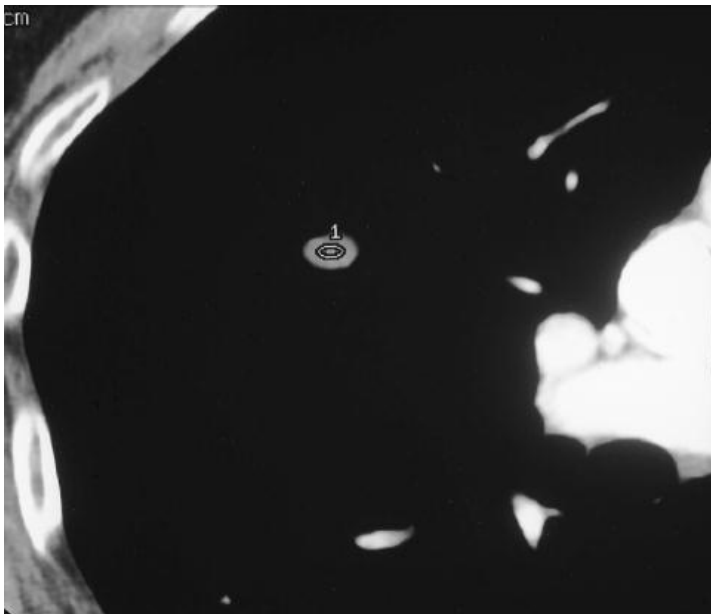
TC Dinamica; TC con contraste y 3 mm de colimación muestra un NPS de 6 x 8 mm que no muestra calcificaciones el nódulo no mostro realce en los escanesres de TC a los 1, 2, 3, y 4 minutos despues del inicio de la inyección, este continuo estable por más de 4 años por lo que se considero benigno y probablemente en relación con un granuloma de histoplasma.¹⁰
